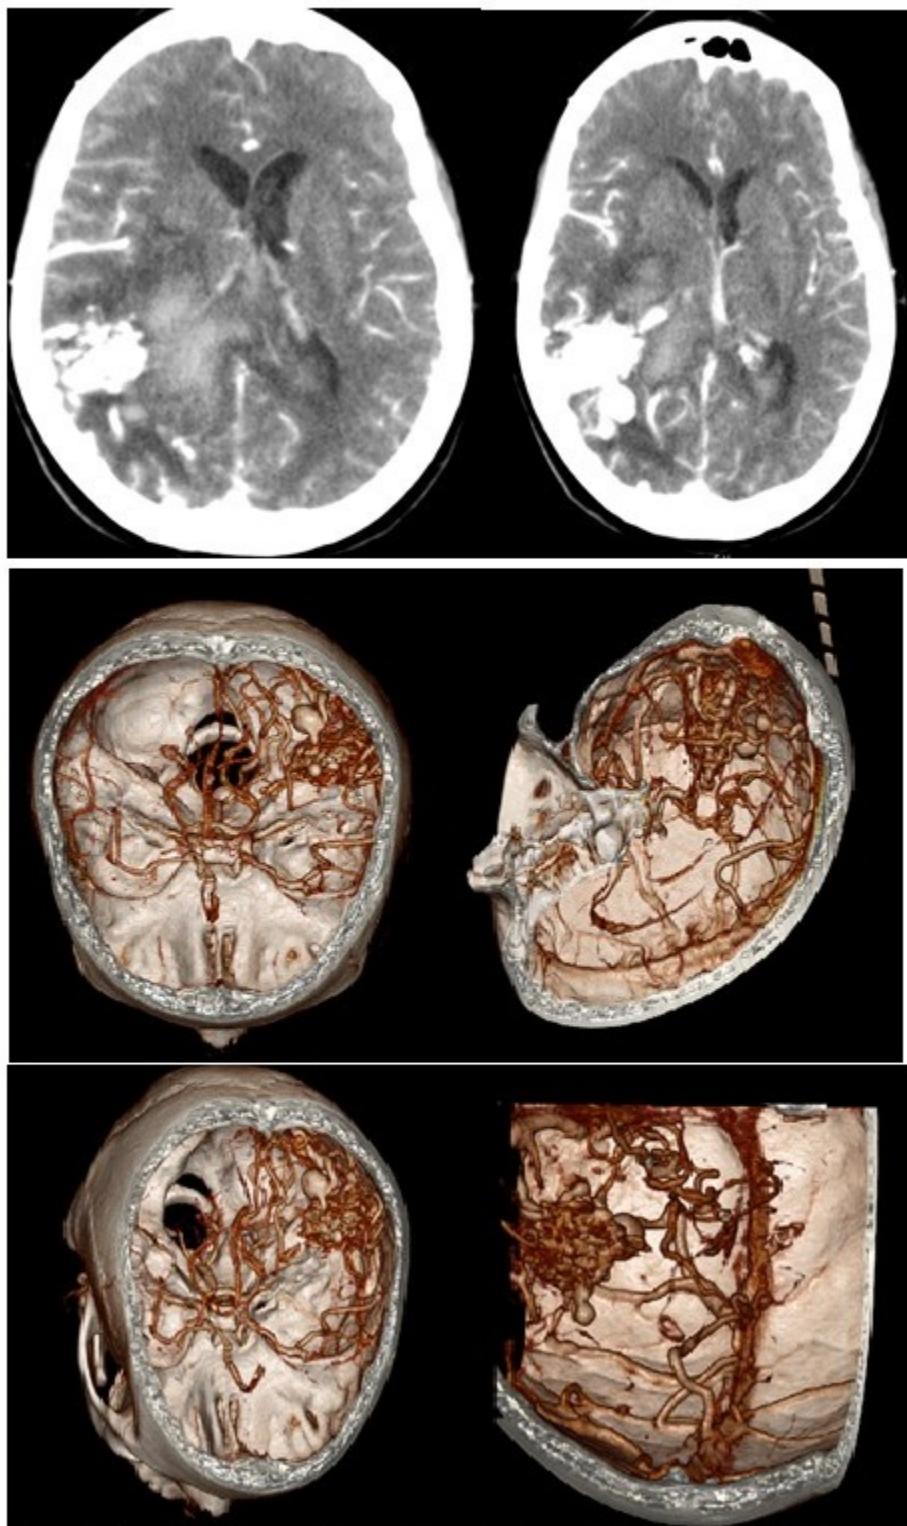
Angio-TAC confirma diagnóstico etiológico de MAV cerebral parietooccipital derecha
